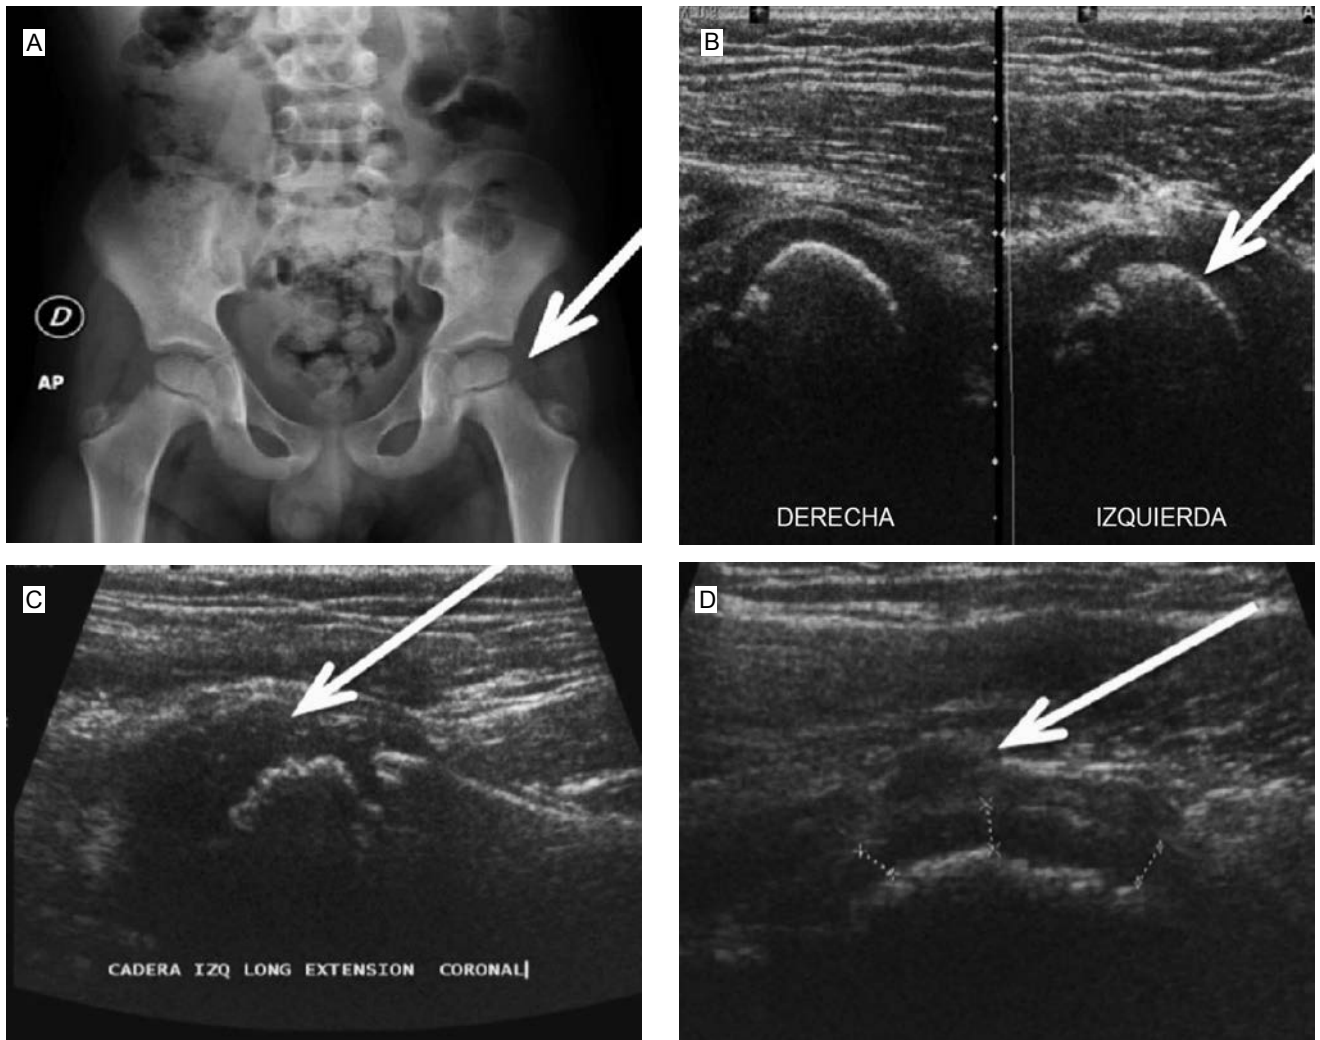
Imagen radiológica de pelvis con cambios de irregularidad en la superficie de la cabeza femoral izquierda (a). Las imágenes de ultrasonido, (b), (c) y (d), muestran mejor la irregularidad y deformidad de la cabeza femoral, incluso con afección a tejidos blandos.
